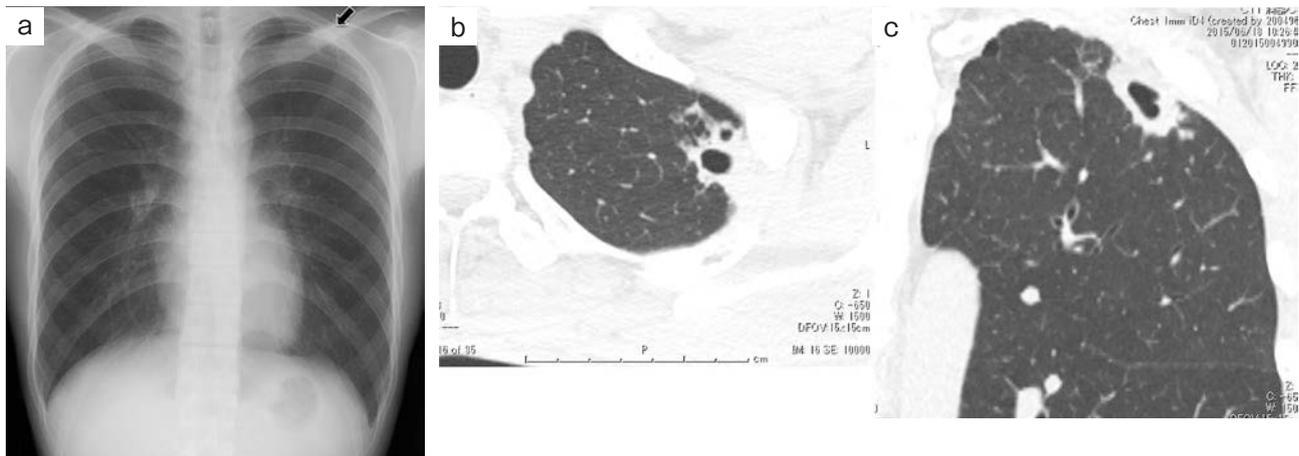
Imaging findings. (a) Chest X-ray performed on admission showed a nodule in the left upper lung field (arrow). (b, c) Chest computed tomography performed on admission showed a cavitated nodule and centrilobular nodules in the left upper lobe. (b) Axial view. (c) Coronal view.
